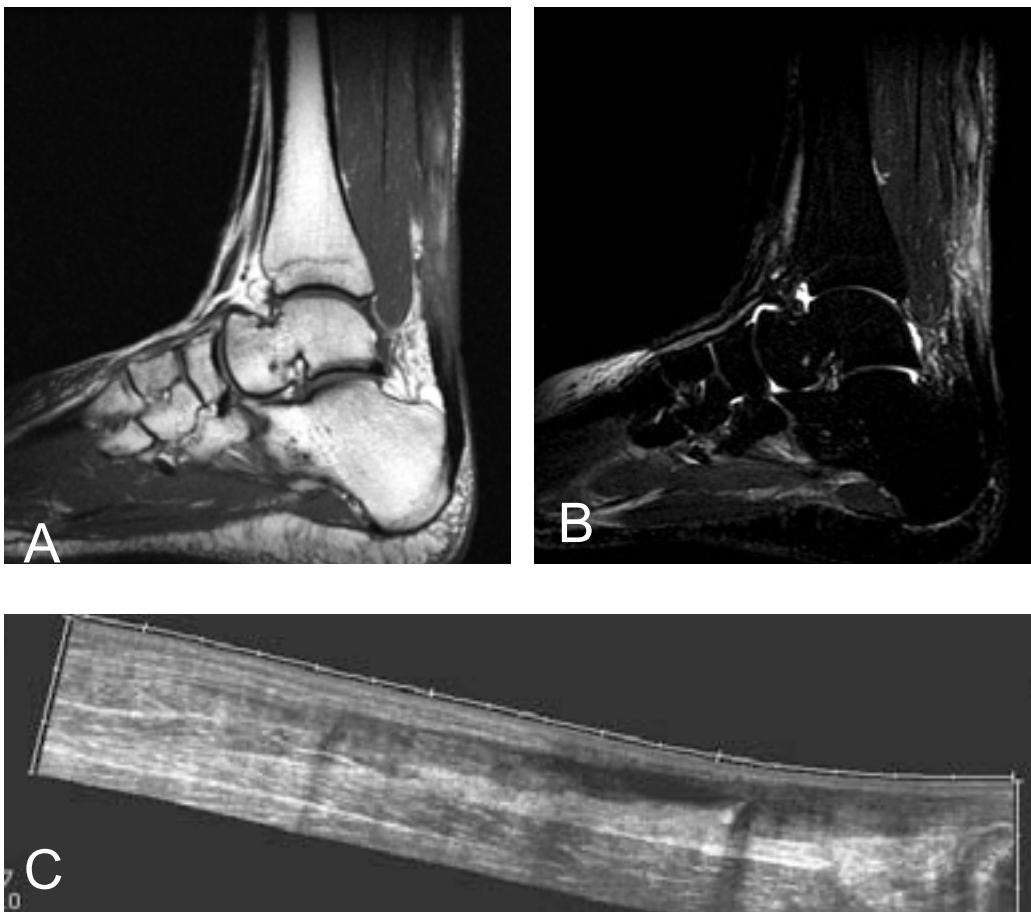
Rotura crónica casi completa del tendón de Aquiles, en la que se observa persistencia de alguna de las fibras, visto en secuencias T1 (A), y STIR (B), de RM y en ecografía panorámica (C). Obsérvese en esta última, la sombra de refracción en el extremo del tendón retraído.
